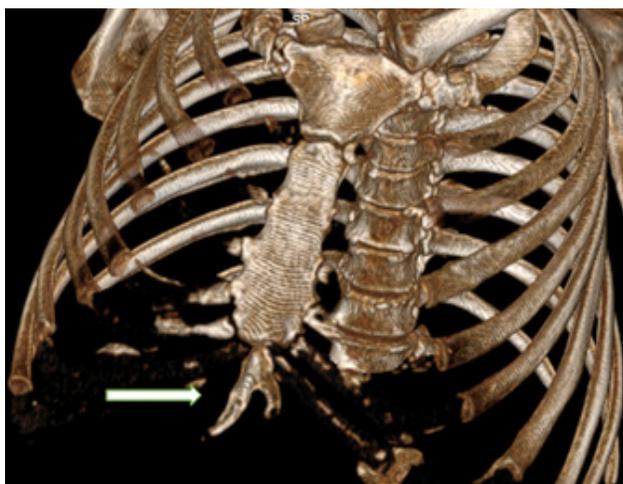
Компьютерная томография органов грудной клетки (3D-реконструкция)
